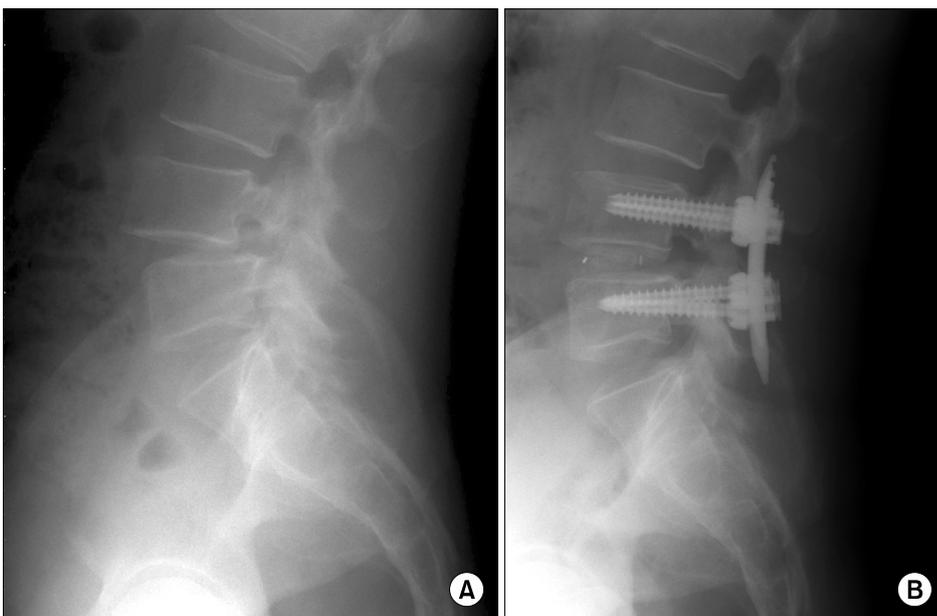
MI-TLIF procedure with anterolosthesis reduction for grade II spondylolisthesis. (A) Preoperative lateral radiography. (B) Postoperative lateral radiography showing reduction of spondylolisthesis.
